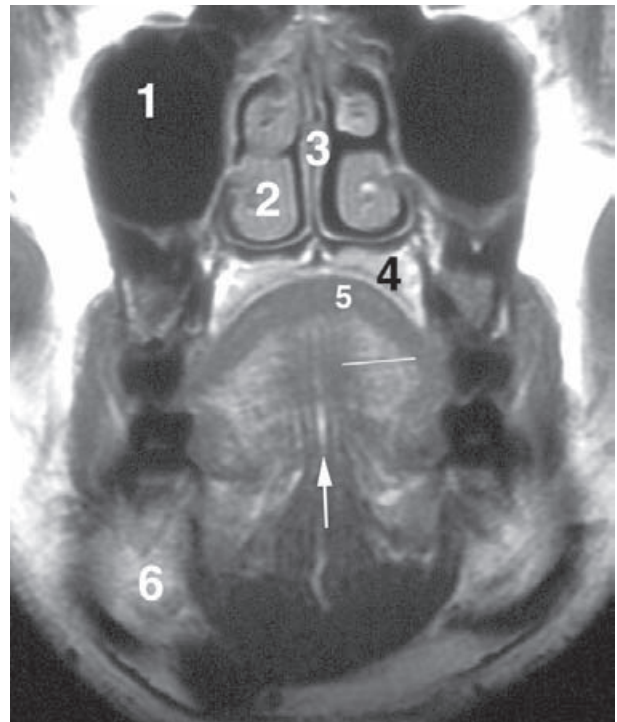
RM de la cara. 1) Seno maxilar. 2) Cornete inferior. 3) Tabique nasal. 4) Paladar óseo. 5) Músculo longitudinal superior. 6) Glándula submandibular. Septo lingual (flecha). Obsérvese la disposición vertical y transversal (línea blanca) de la musculatura intrínseca de la lengua.
